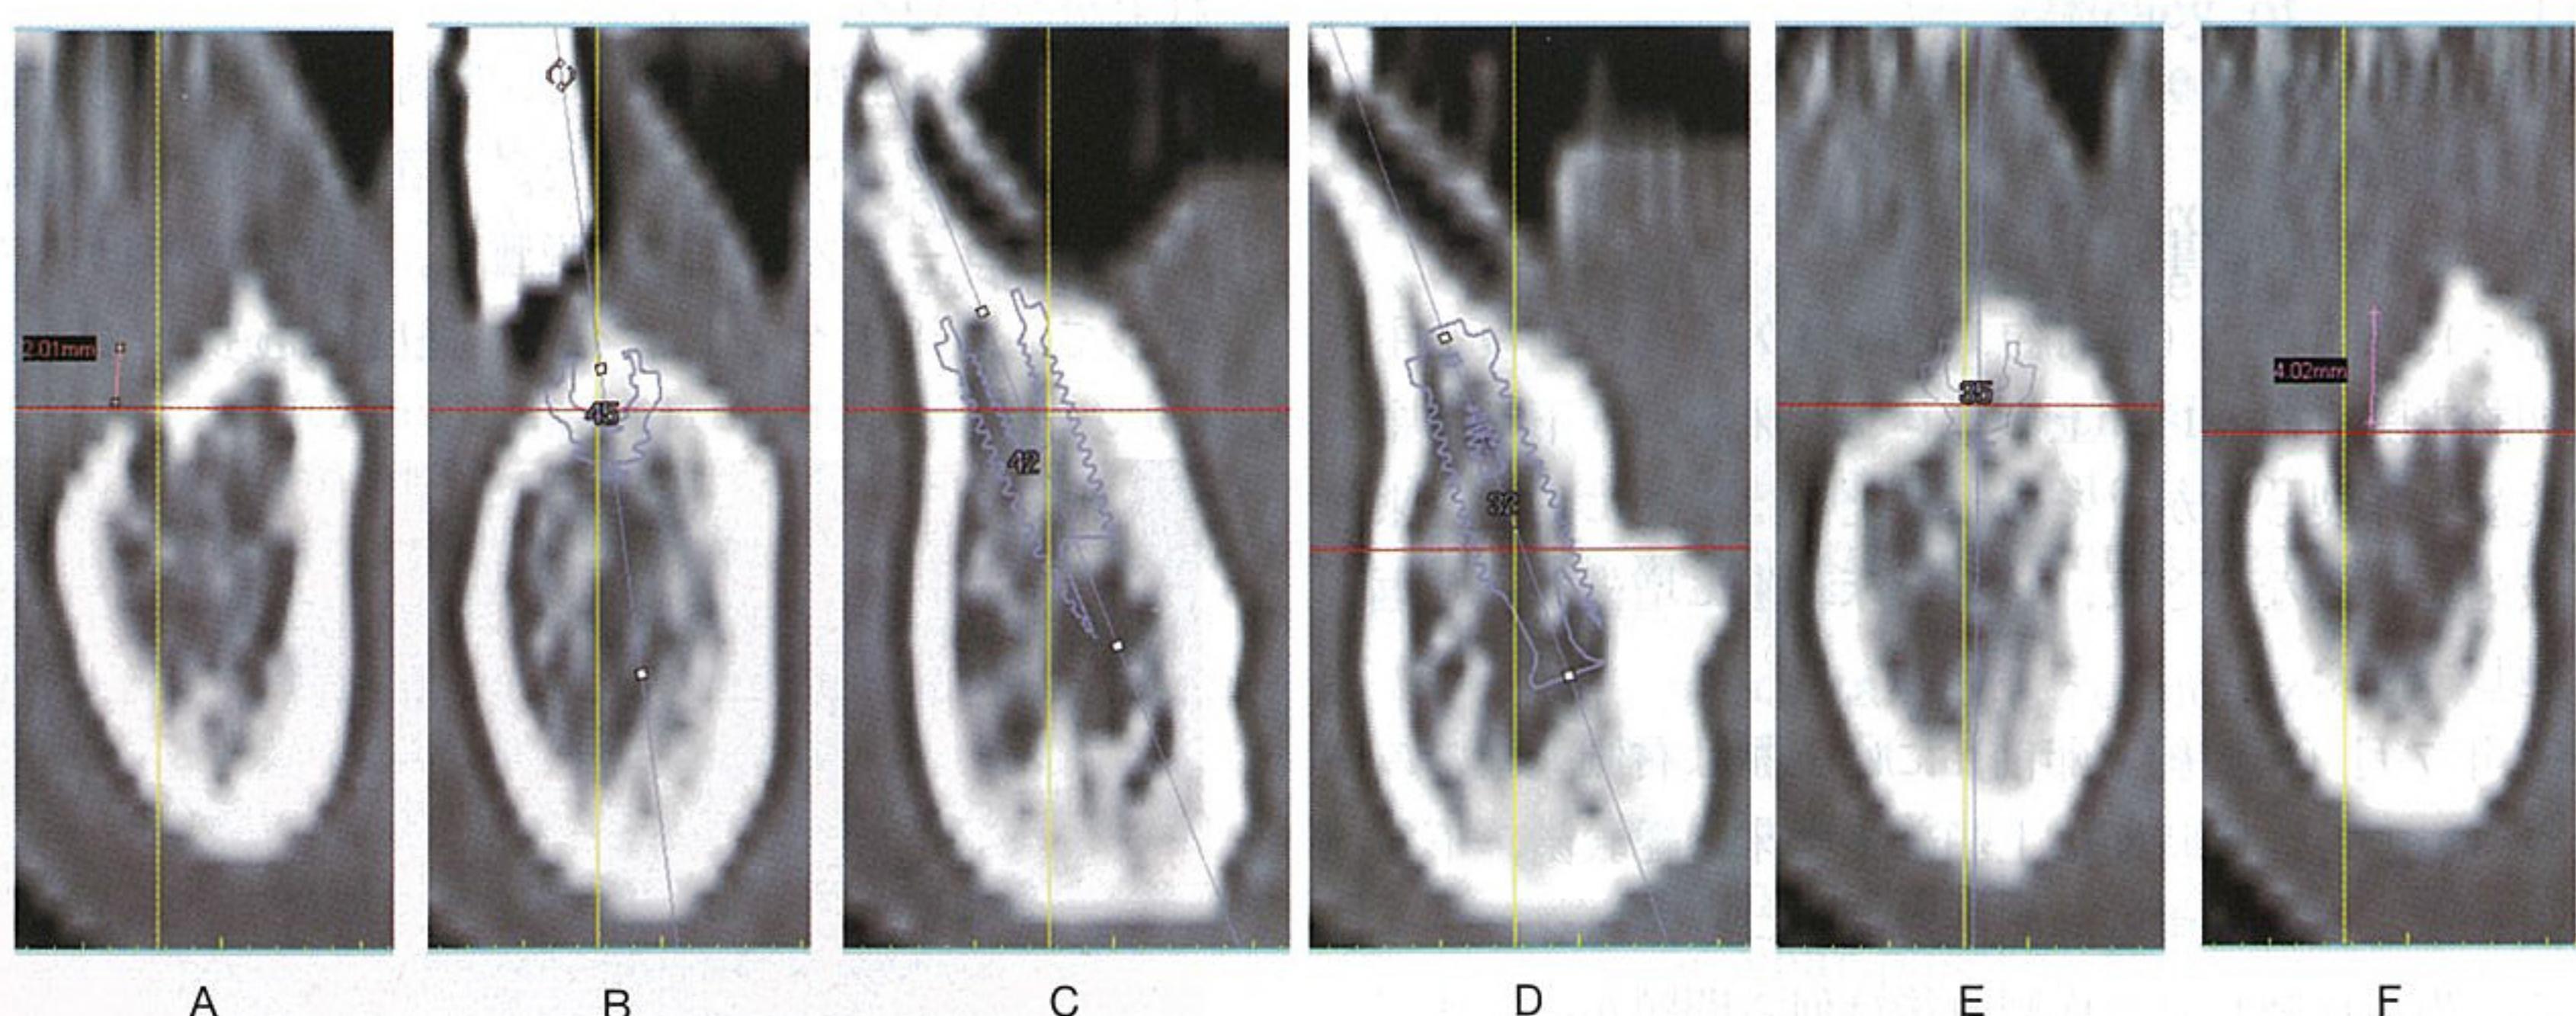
症例1, 下顎オトガイ孔間のCTエックス線画像
